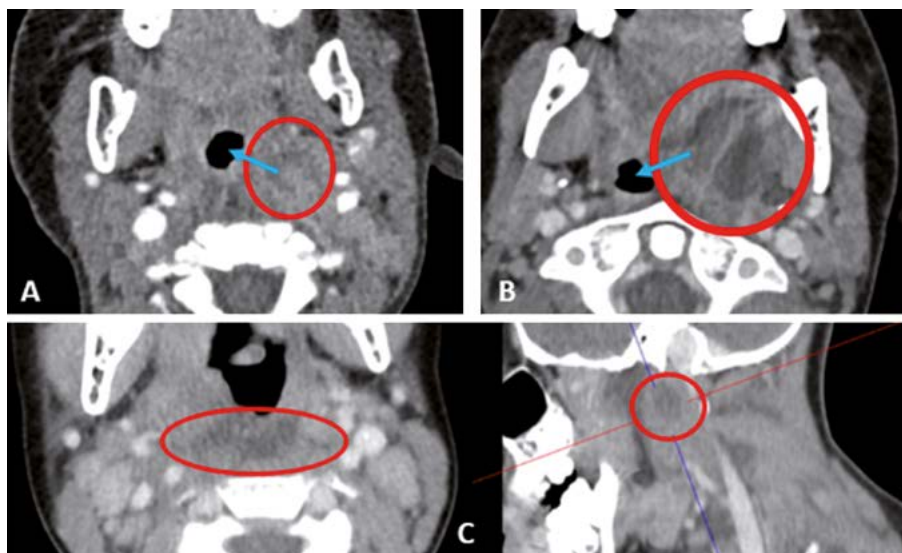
TAC de otros tres pacientes. A) Colección hipodensa centrada en espacio parafaríngeo izquierdo, que se extiende al espacio retrofaríngeo. Ejerce una leve protrusión sobre la luz traqueal y discreto efecto masa sobre la vena yugular interna, sin signos de trombosis. B) Colección sugestiva de absceso en el espacio parafaríngeo izquierdo. Condiciona desplazamiento contralateral de la luz de la faringe. C) Colección hipodensa en el espacio retrofaríngeo, que sugiere absceso en formación. Se acompaña de cambios inflamatorios que condicionan afilamiento de la vena yugular interna.
